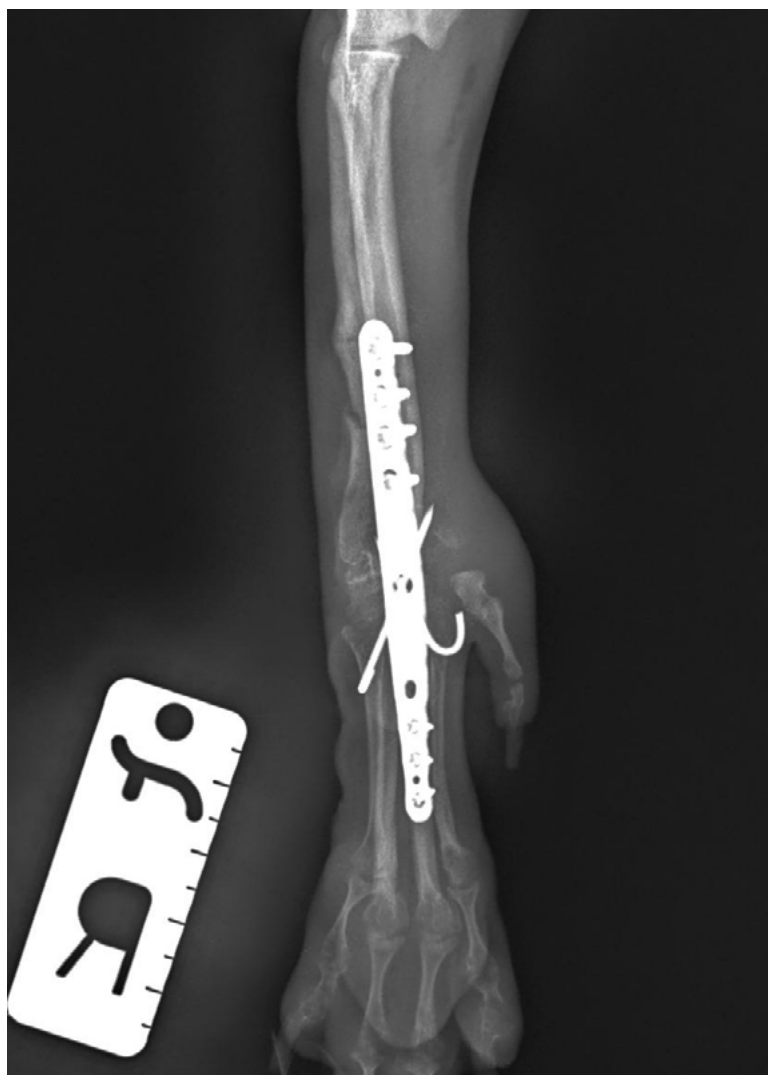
Radiografías postquirúrgicas inmediatas tras la artrodesis pancarpal (11 meses de edad). 3a: proyección craneocaudal. 3b: proyección mediolateral. Placa híbrida de titanio más agujas de Kirschner cruzadas.
